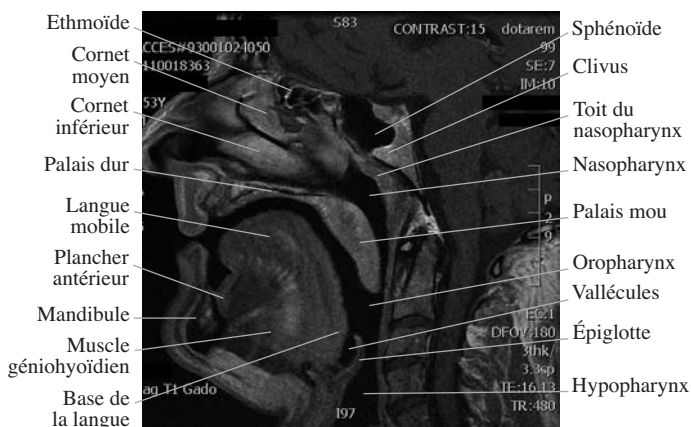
IRM, coupe sagittale paramédiane de la face en séquence T1 avec injection de gadolinium.
